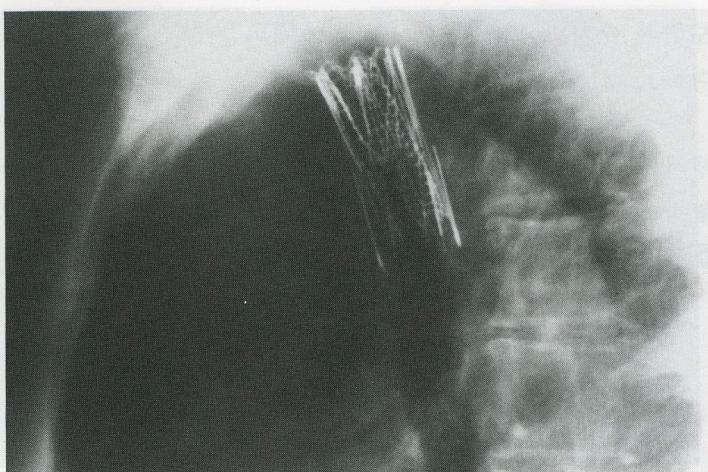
Lateral radiograph shows a second Strecker stent (10×20mm) inside the Gianturco stent.
